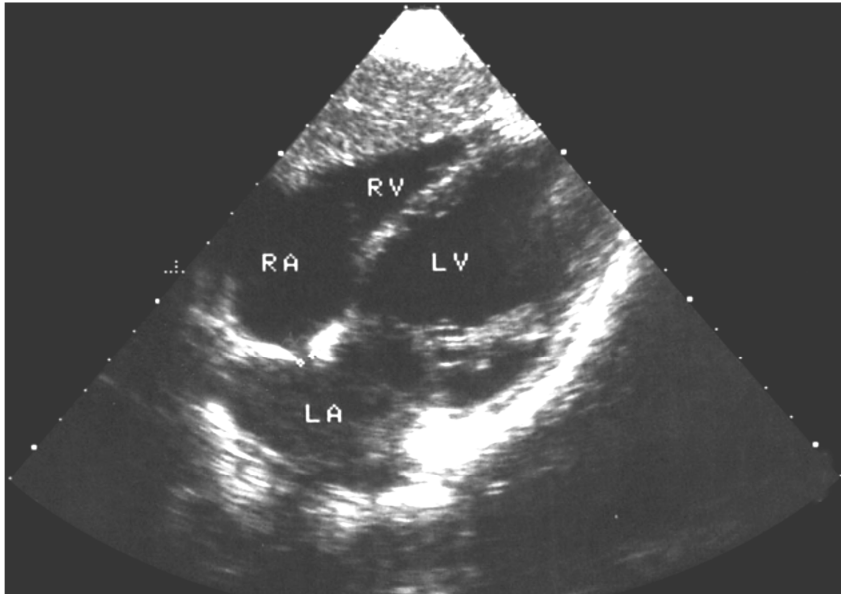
Ультразвуковая томограмма сердца. Апикальная четырехкамерная позиция. Открытое овальное окно. RA – правое предсердие, RV – правый желудочек, LA – левое предсердие, LV – левый желудочек.
